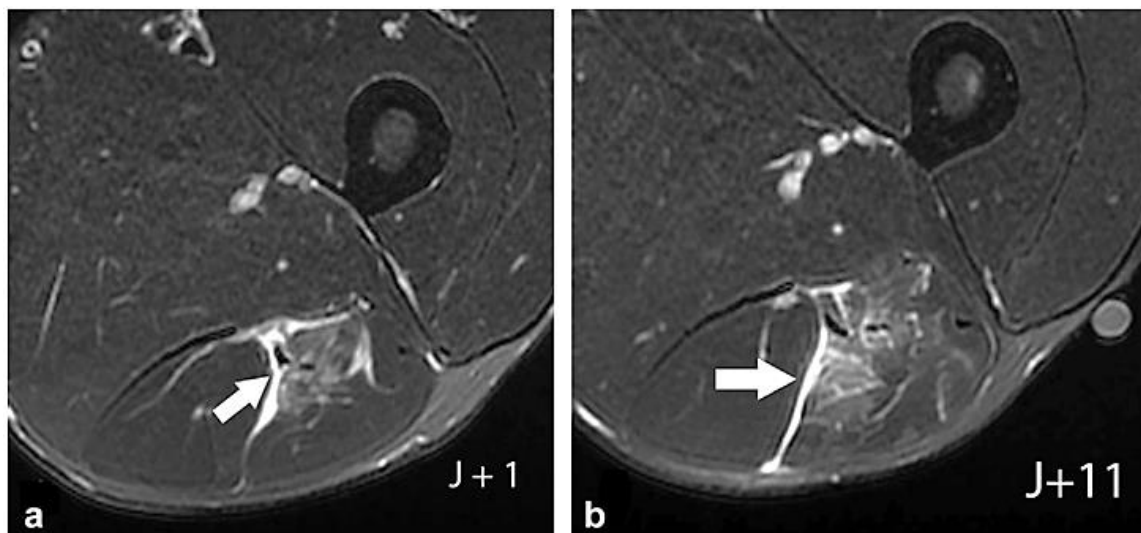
IRM en coupes axiales STIR illustrant l'évolution d'une lésion des muscles ischio-jambiers chez un footballeur professionnel.
